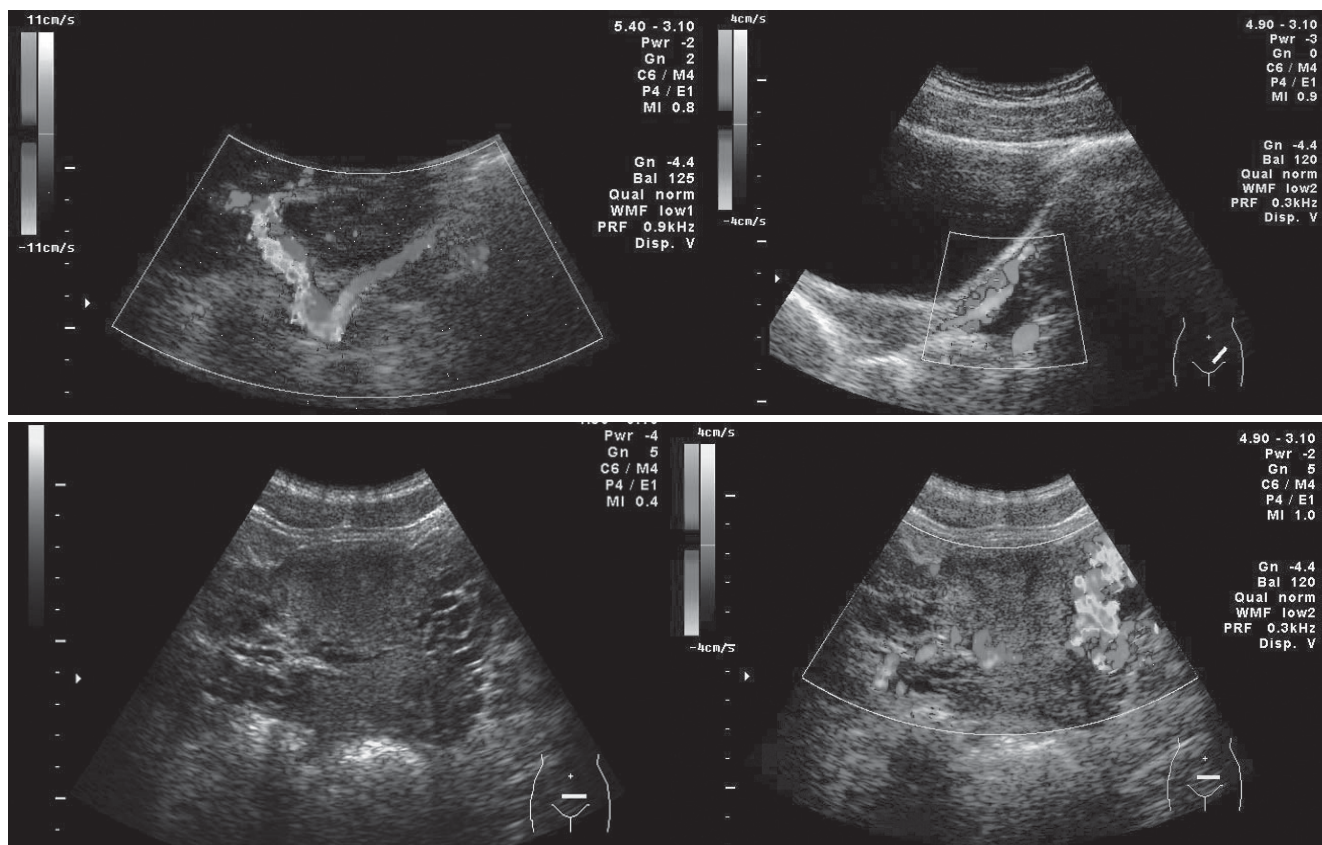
Ultrasound picture (B-mode and Doppler) of pelvic varicocele [2]
